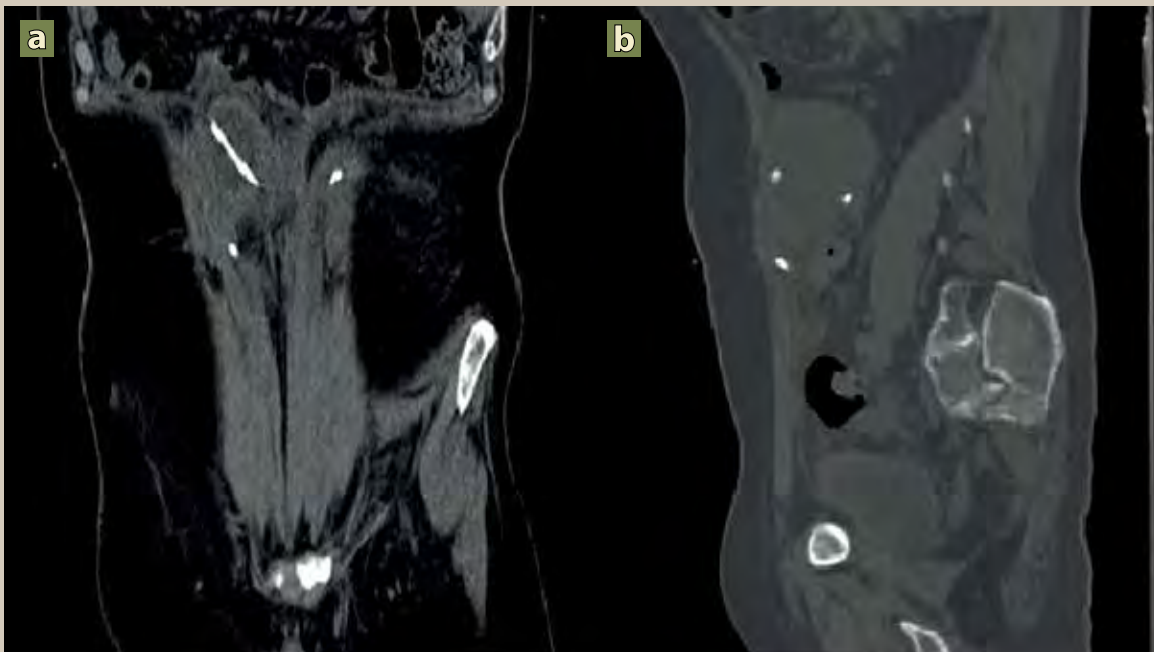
Tomografía abdominopélvica en fase simple de reconstrucción coronal con ventana abdominal (a) y sagital con ventana para tejido óseo (b) donde se muestra la colección del catéter distal derecho la cual irrumpe a cavidad abdominal con aumento de la densidad de la grasa adyacente.
